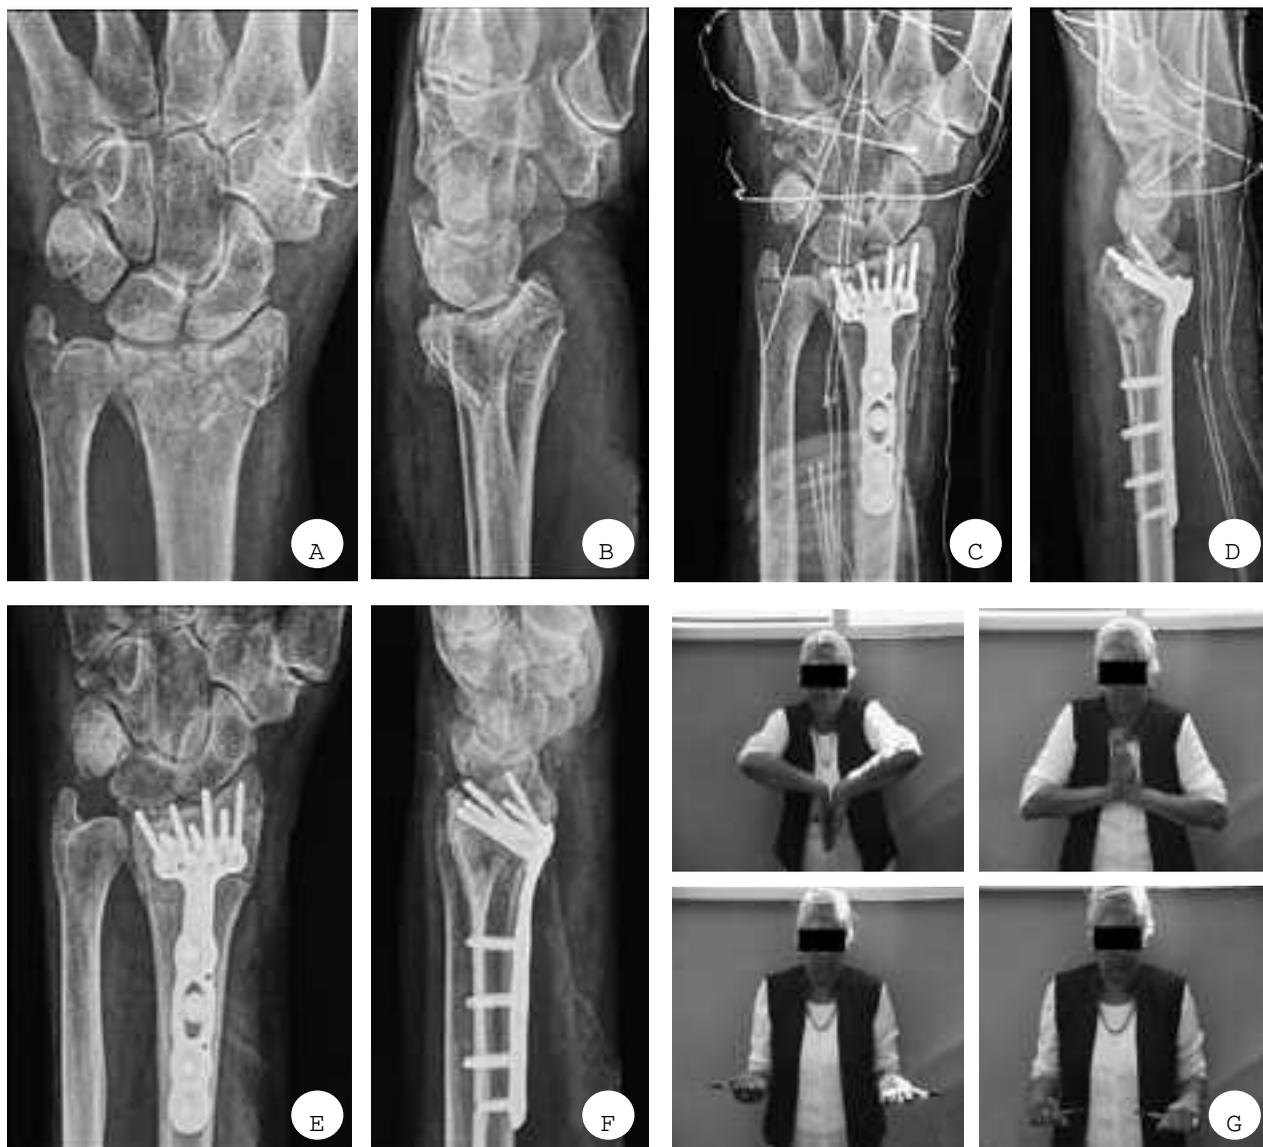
A, B) Frattura di tipo C3.2; C, D) Controllo postoperatorio; E-G) controllo radiografico e clinico a 38 giorni.
